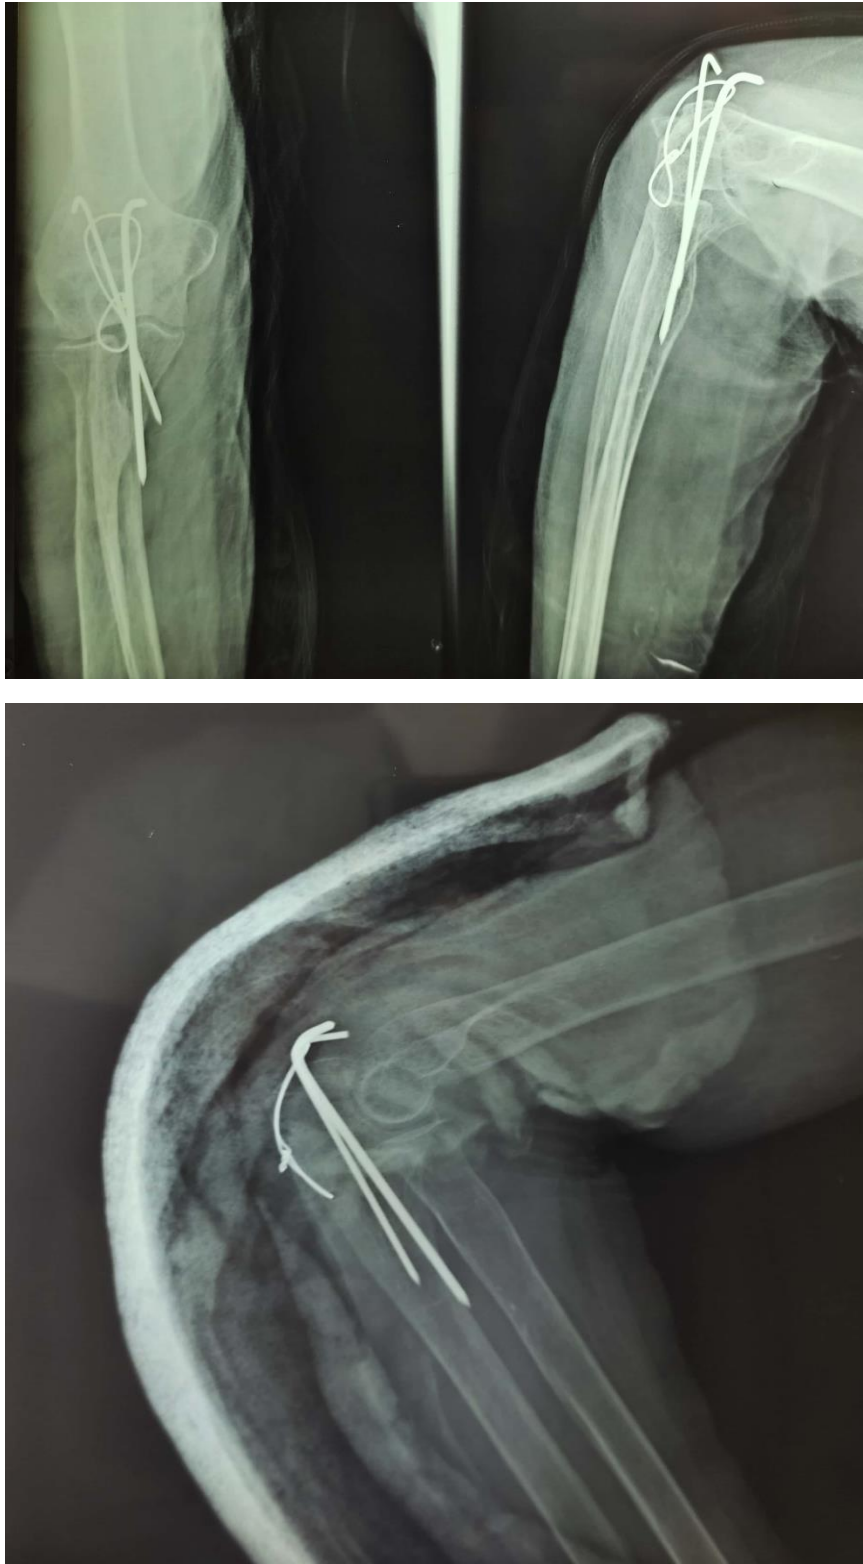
Radiographie standard face et profil montrant un hauban avec broches intra médullaires (service de Traumatologie-Orthopédie HMMI Meknès).
